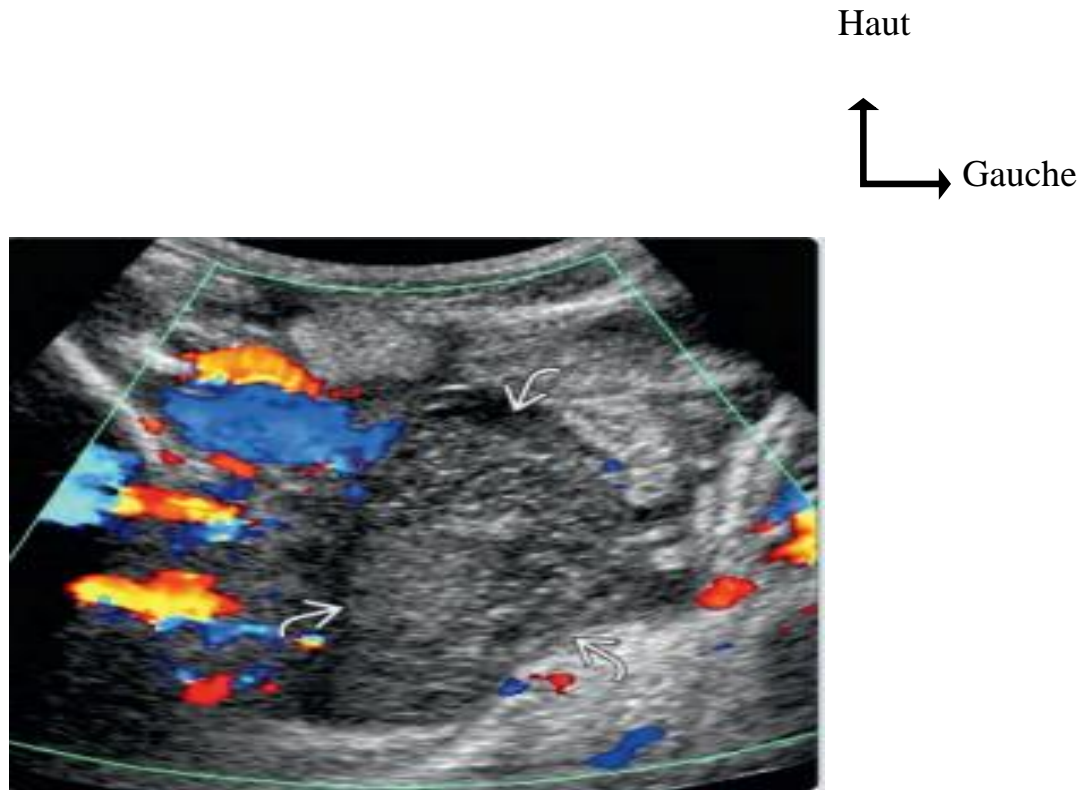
Échographie transversale, collection liquidienne hétérogène mal définie dans la FID montrant un abcès appendiculaire [25].
